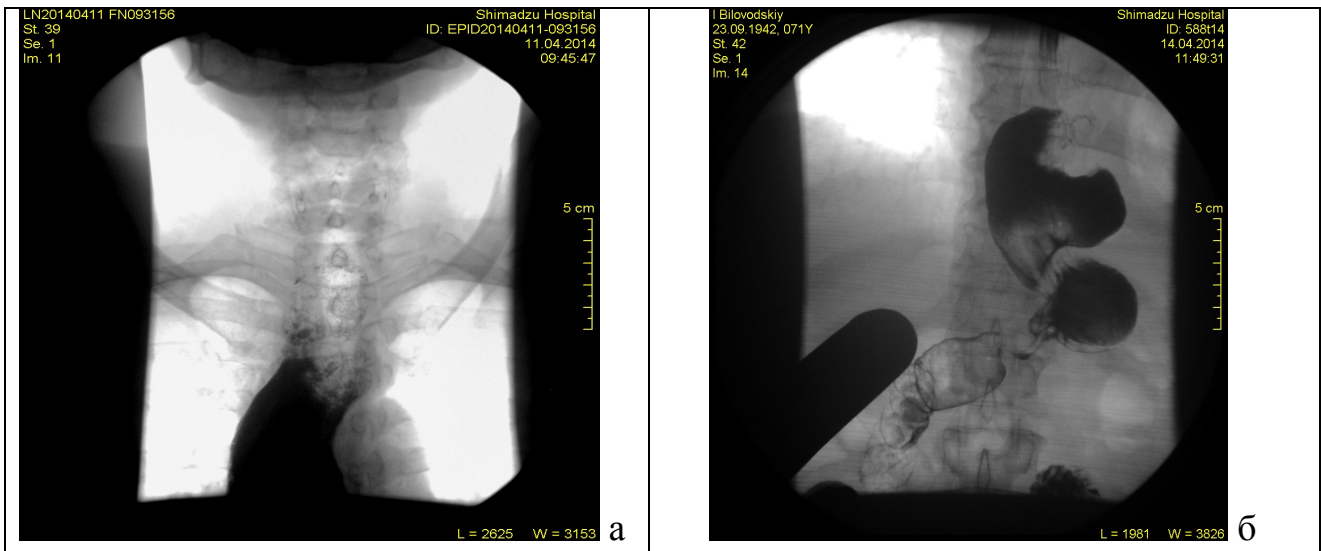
Рентгенологічне дослідження в положенні Тренделенбурга: кулка шлунка заповнена контрастом, що не проникає до стравоходу: а – у пацієнта С., 52 р., після операції Льюїса з антирефлюксною манжеткою; б – у хворого Б., 48 р., через 10 днів після операції Осава – Гарлока.
